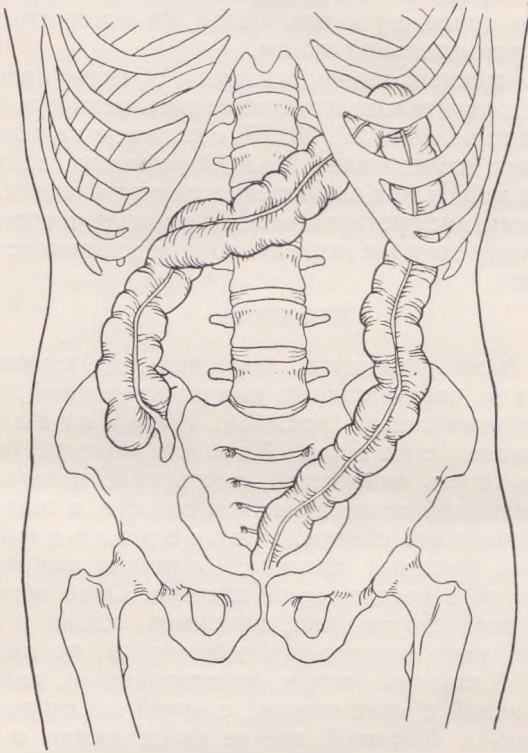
Изменение проекции толстых кишок на переднюю поверхность тела при положении тела «вис прогнувшись» (наблюдение М. А. Джафарова на том же испытуемом, что и в случае, изображенном на рис. 27, произведенное с применением рентгенографического метода исследования).
